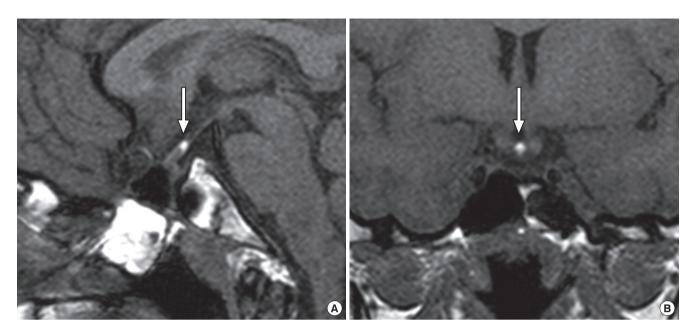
Sagittal (A) and coronal (B) T1 weighted images of sella MRI show a small high signal change suggesting ectopic posterior pituitary gland (arrows). No visible normal pituitary stalk was noted.
